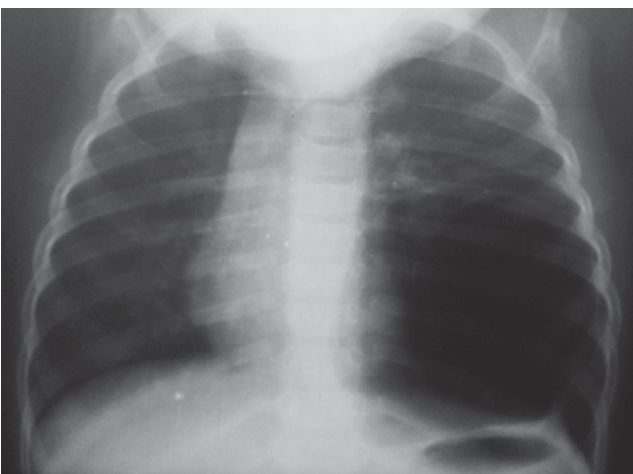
Оглядова рентгенограма органів грудної клітки дитини Ч. у віці 1 року
